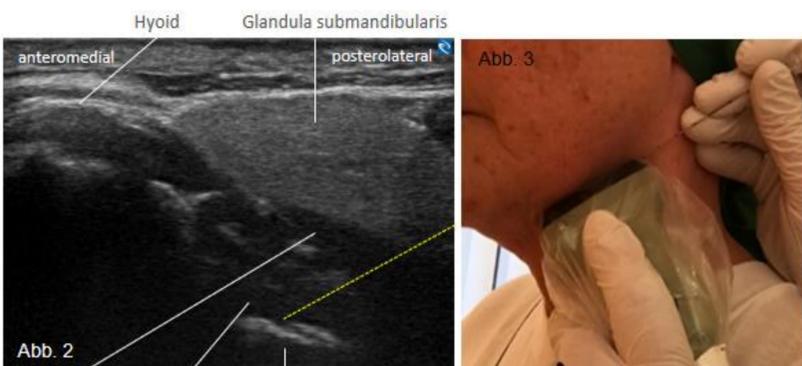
Sonographie des Kieferwinkels. Die gelbe Linie stellt dabei den Stichkanal dar. Abb. 3: Sondenposition für die Nervenblockade. Abb. 4: MR-Bild mit erweiterter A. pterygomeningea und Nervenkontakt an der Schädelbasis.
